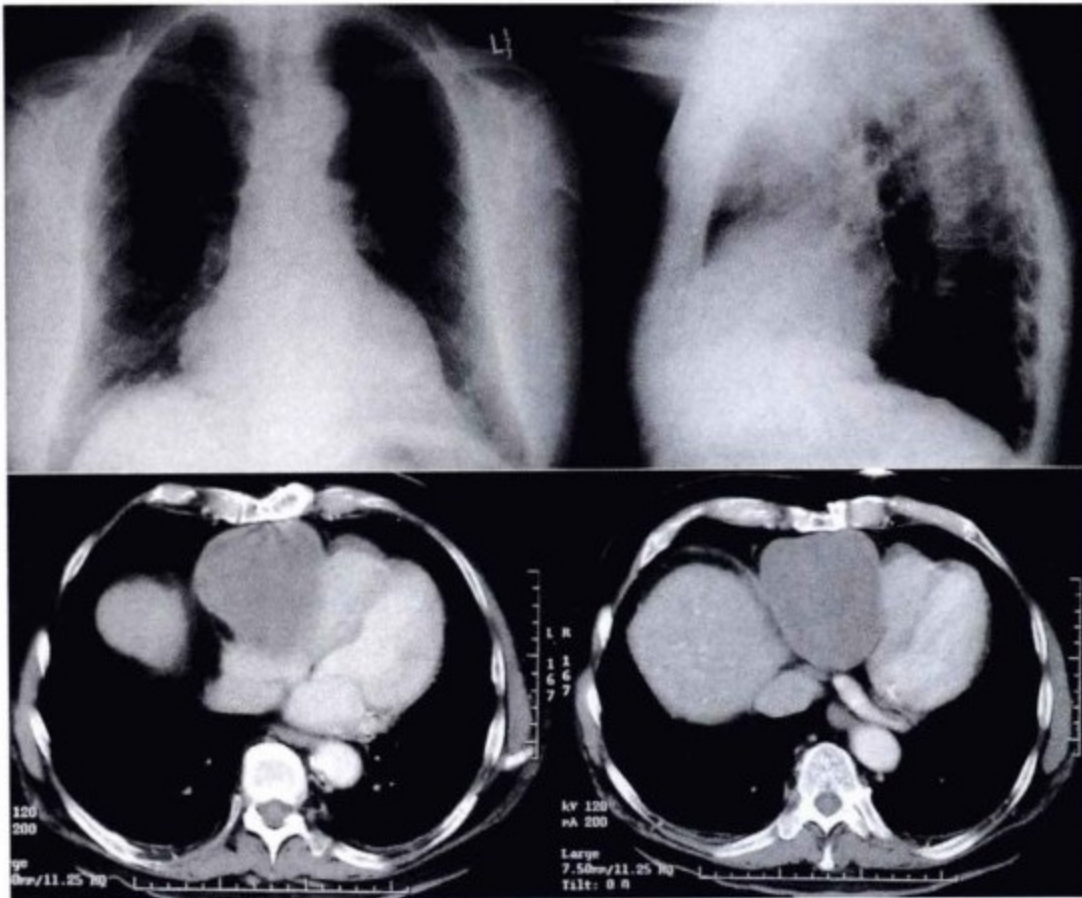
上图:胸片:肺野清晰,无胸腔积液。心影增大,心脏轮廓不规则,正位心脏右下缘膨隆,侧位心脏前下缘膨隆。左室后缘向后异常突出。下图:轴位增强CT显示巨大肿物使右房、右室呈锯齿状,这能解释胸片的异常表现。很难鉴别肿物是位于心包内还是心旁,但是脏层心包似覆盖在肿物前方。肿物内无明显钙化。
